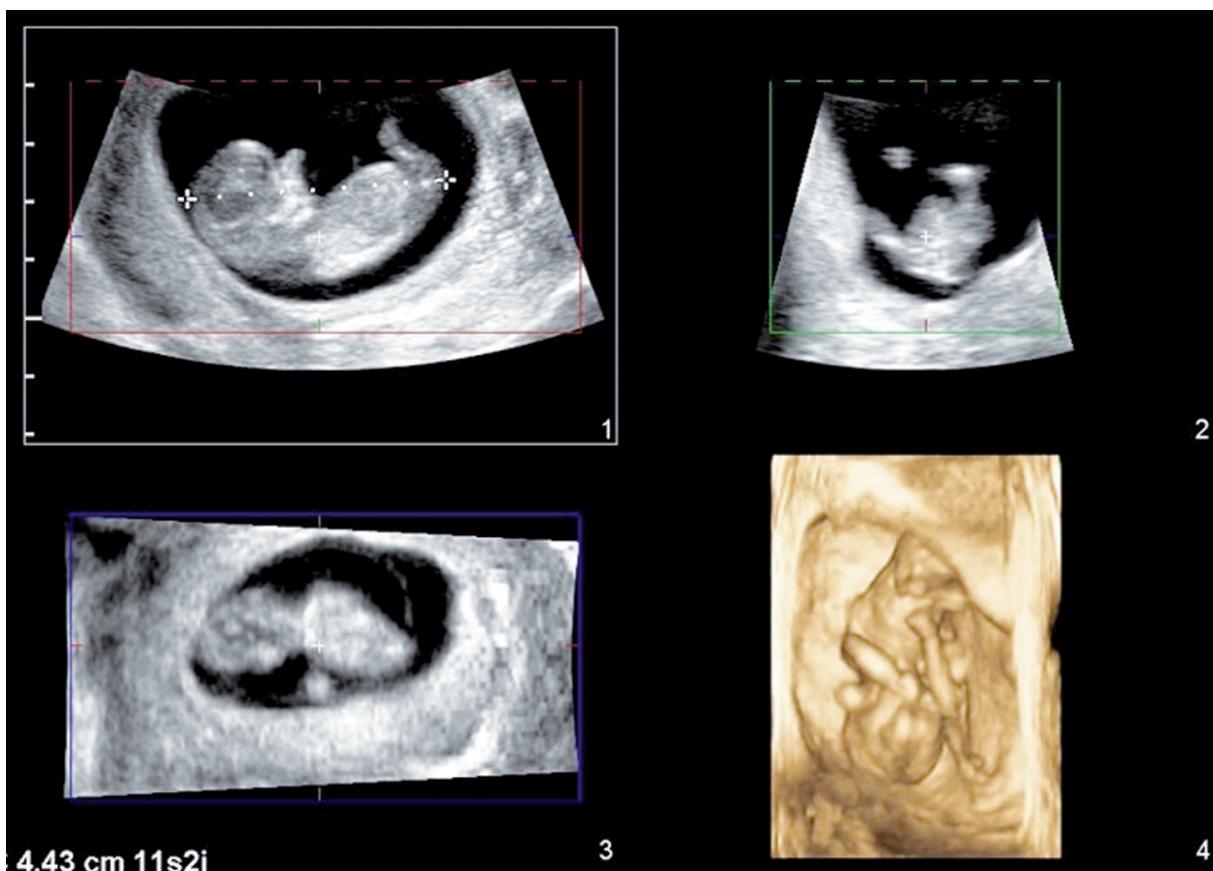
Mode multi-plans : Application de l'échographie volumique au premier trimestre : 1 : coupe sagittale de l'embryon (LCC mesure 44,3 mm), 2 et 3 : les deux autres plans perpendiculaires au plan 1. 4 : affichage du volume complet.
